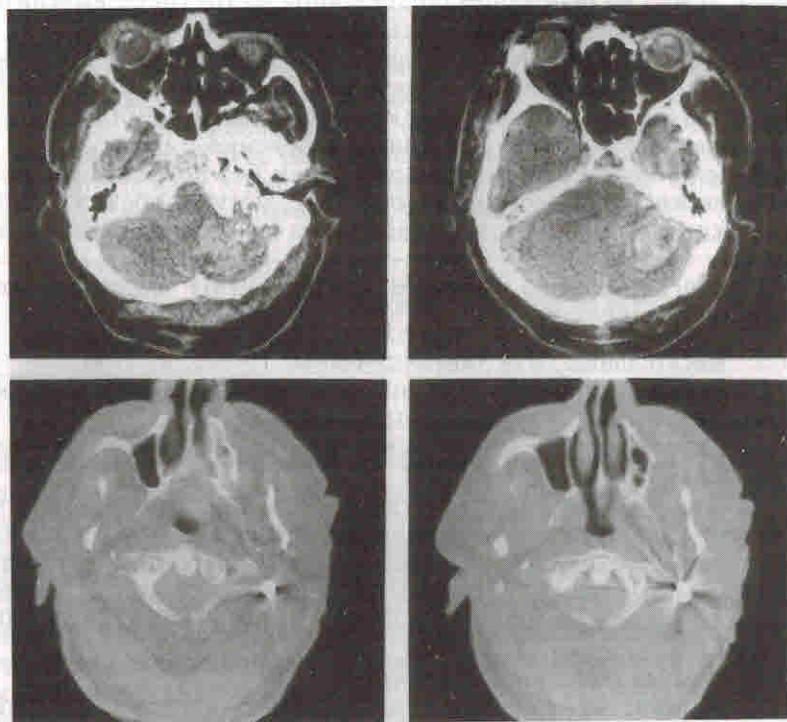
Компьютерные томограммы. Касательное ранение черепа. Инеродное тело металлической плотности (пуля) под левым сосцевидным отростком. Очаг геморрагического пропитывания в левом полушарии мозжечка.
